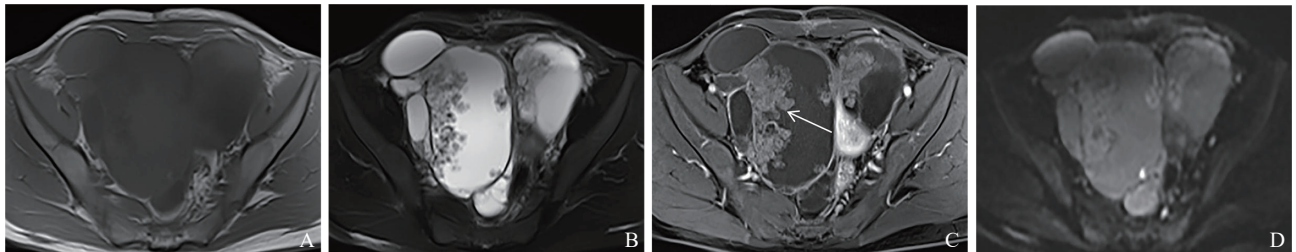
典型病例2 (患者, 女性, 24岁, 双侧微乳头亚型SBOT) MRI图像
